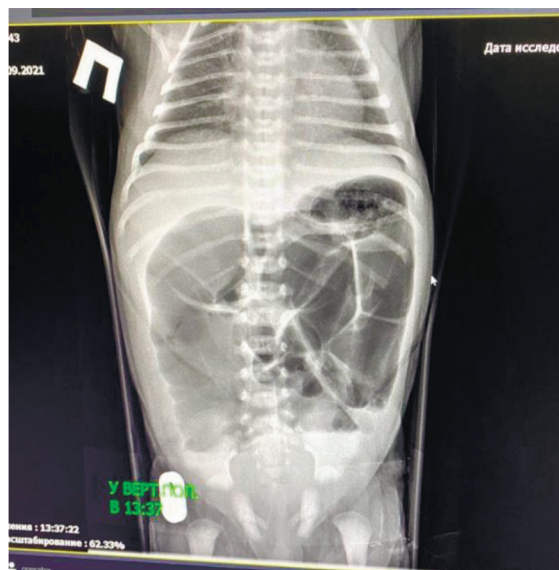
Пацієнт Н., рентгенологічна картина низької кишкової непрохідності
